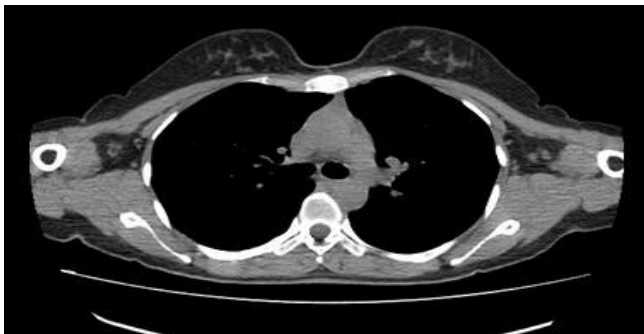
Toraks BT'de sternum korpus proksimal kesiminde destrüksiyon oluşturan fusiform konfigürasyonda, yaklaşık 6,5x3 cm boyutlarında osteomyelit ile uyumlu lezyon alanı.
